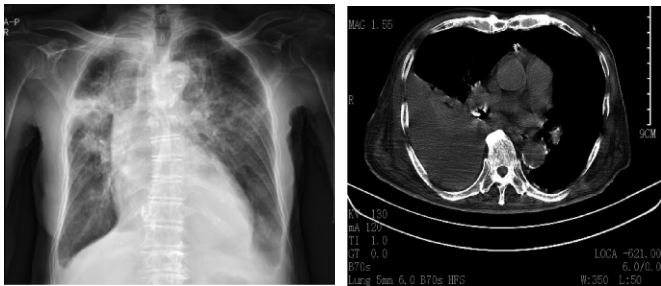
肺实变的 X 线胸片表现 (受累的肺组织透亮度降低,呈均匀致密的毛玻璃样) 图 3 肺实变的胸部 CT 表现 (受累的肺段或肺叶密度增高,边缘清楚锐利,叶间裂移位)
